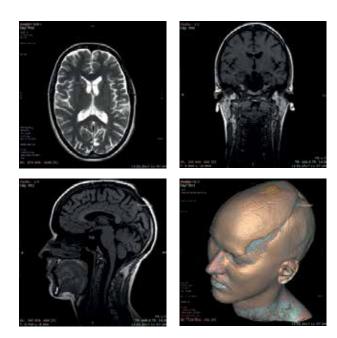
МРТ головного мозга пациентки С., 24 года.
